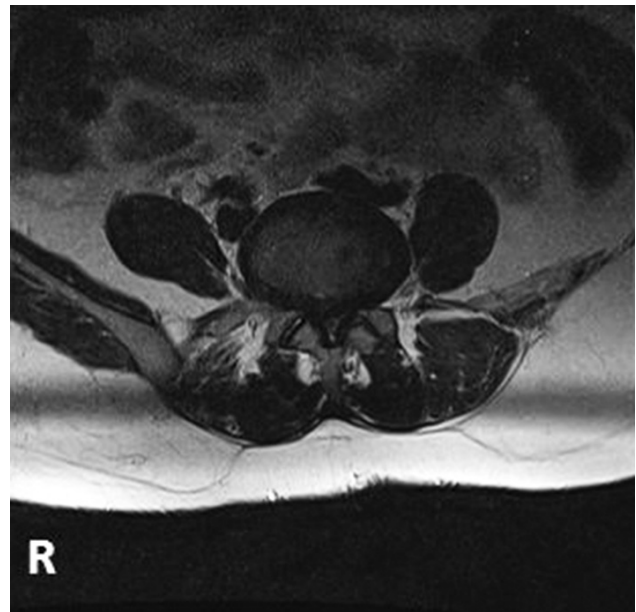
Computerized tomography image showing the lumbar pathology.
